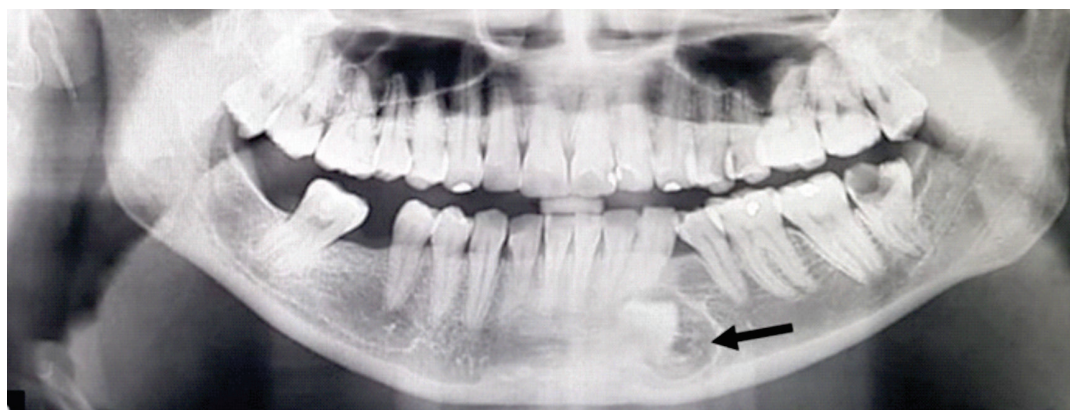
Radiografia panorâmica dos maxilares obtida inicialmente (em janeiro de 2014): detecção de lesão óssea radiolúcida envolvendo o dente 34 retido (seta).
